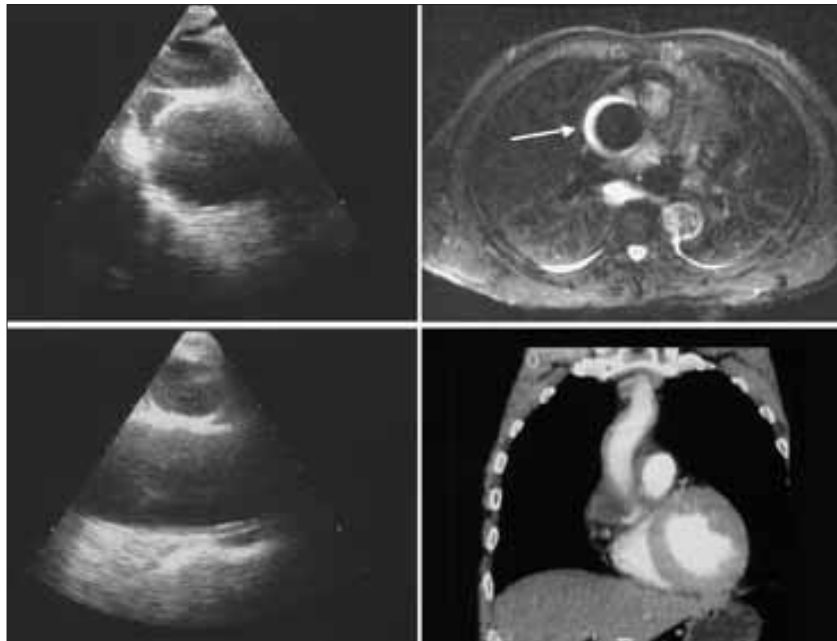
Hematoma intramural en la aorta ascendente que no se demuestra en la ecocardiografía transesofágica practicada el primer día (izquierda). La tomografía computarizada practicada a las 24 horas muestra un mínimo engrosamiento en la aorta ascendente (inferior derecha). La resonancia magnética practicada a los cuatro días muestra claramente la señal hiperintensa del hematoma intramural.
